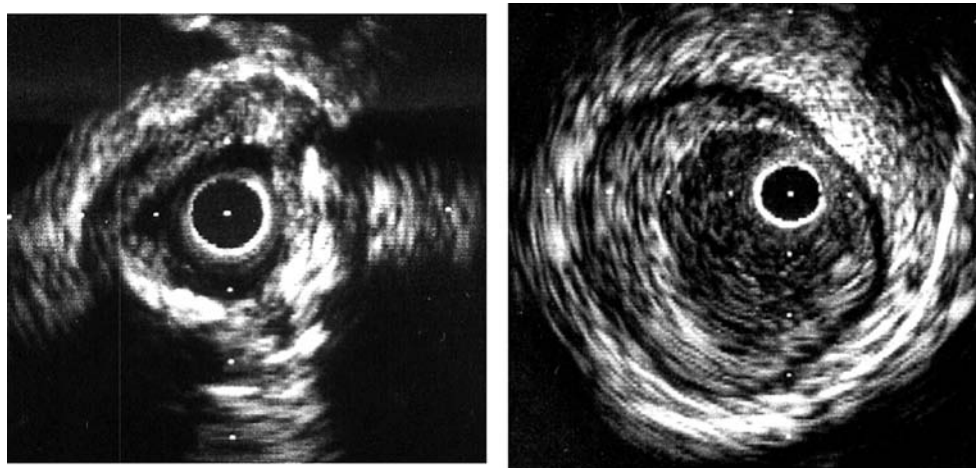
石灰化を伴う冠動脈（左）と正常冠動脈（右）の血管内超音波像
